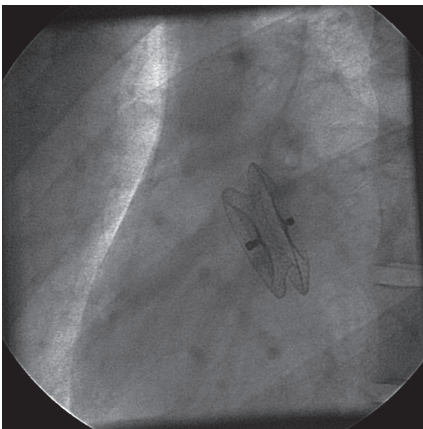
Вид окклюдера под рентгеном
